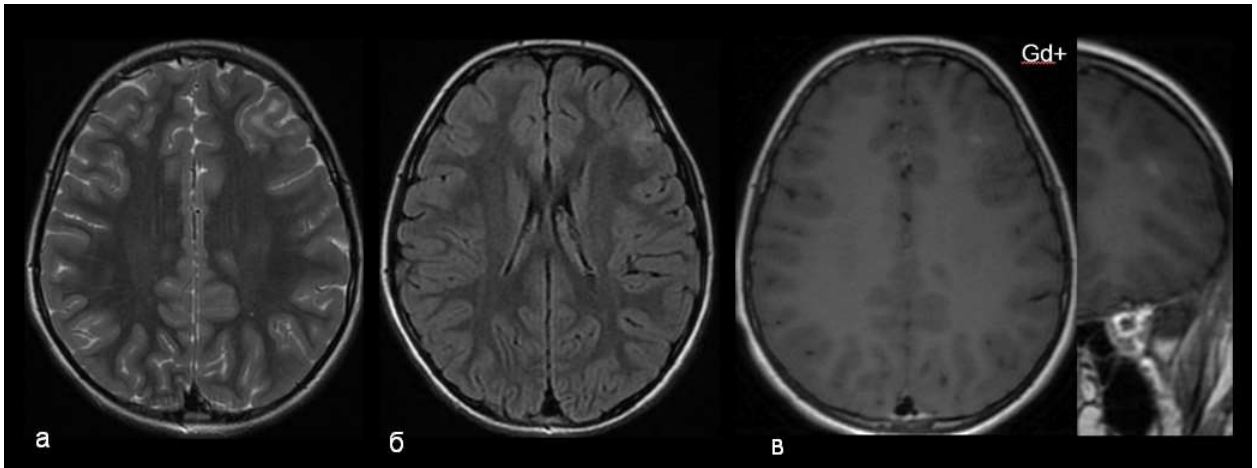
Ганглиоглиома 1 степени злокачественности. Участок структурных изменений в левой лобной доле с типичными радиологическими признаками ФКД 2 типа (локальное нарушение сулькации, серо-белой демаркации и наличие «трансмантийного» признака). На изображениях рутинной МРТ не отмечается масс-эффекта и перифокального отека (а, б). При контрастном усилении отмечается очаговое накопление контрастного препарата в структуре субстрата, что говорит в пользу его неопластического происхождения (в)
